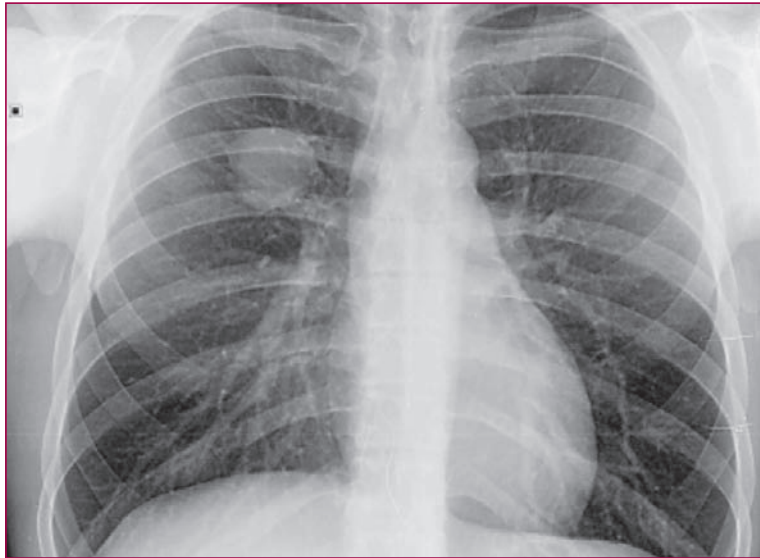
Radiografía de tórax: se identifica una lesión nodular de bordes bien delimitados localizada en el lóbulo superior derecho.
